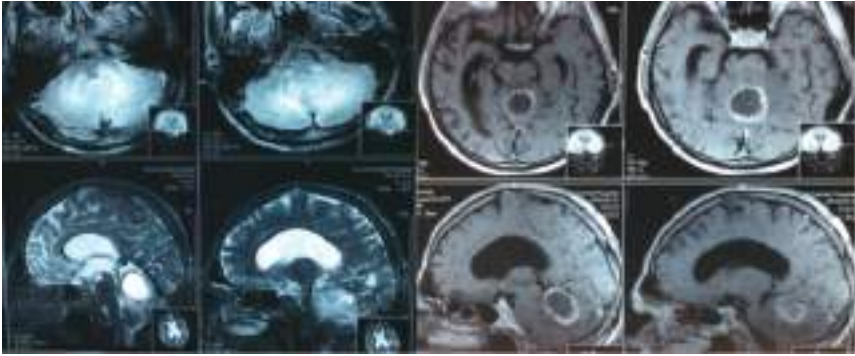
МРТ пацієнта з метастатичною пухлиною хробака мозочка
